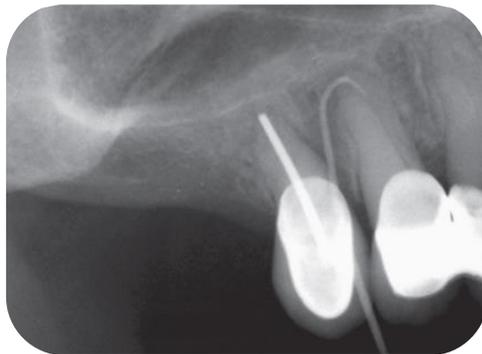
Radiografía periapical donde se observa el origen del tracto sinusal. (Louis H. Berman, 2022)
